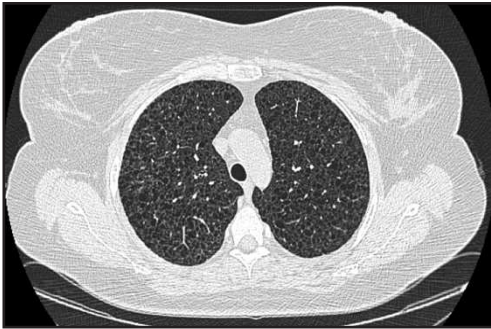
Aspect HRCT chistic la o pacientă cu LAM
